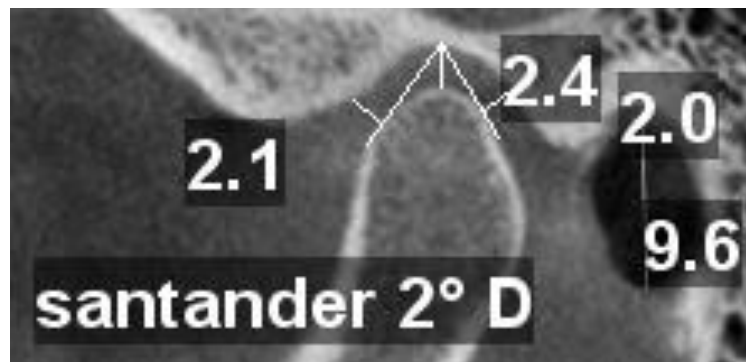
Segundo cone beam de lado derecho
